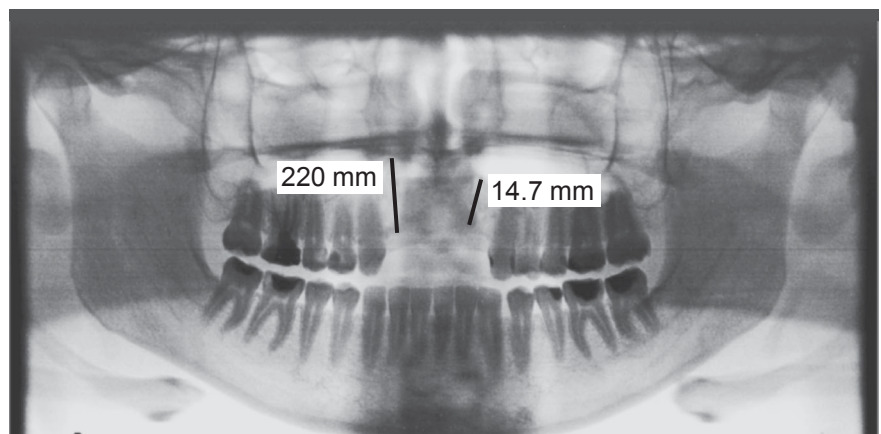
Візуалізація й аналіз даних цифрової ортопантомографії
